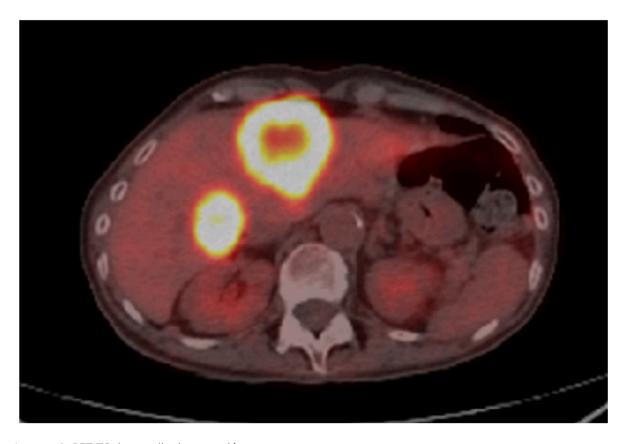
PET-TC de estudio de extensión.
